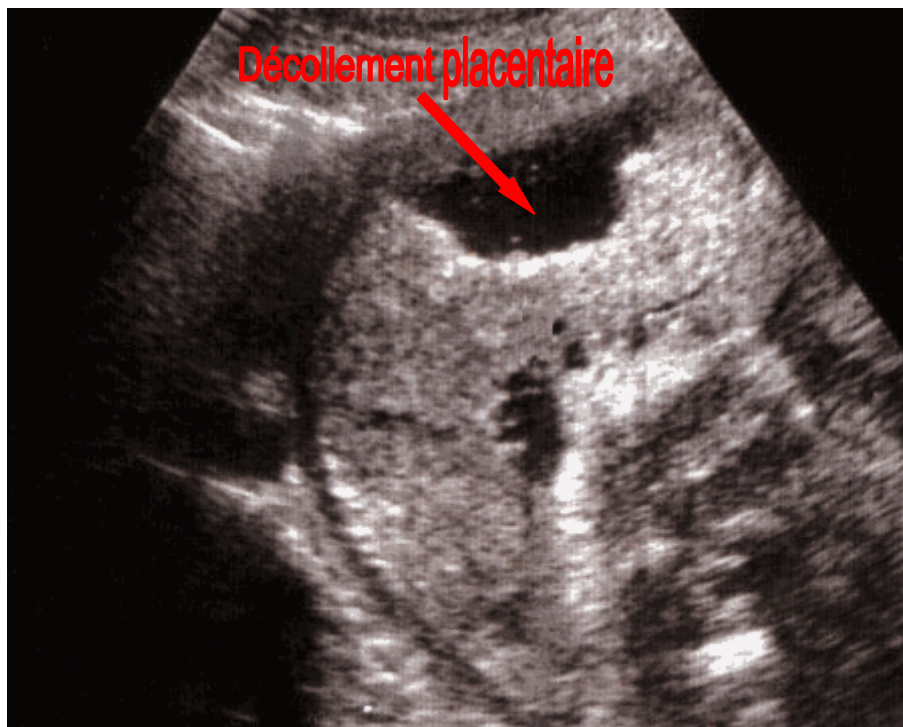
[3] : coupe longitudinale du placenta et de l'utérus montrant un HRP à 33SA. [Atlas d'échographie]
